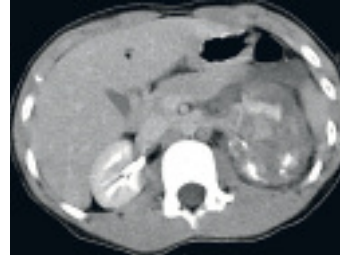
Knabe, 10 Jahre, Nierentrauma links Grad 4 mit Pyeloneinriss (CT).
